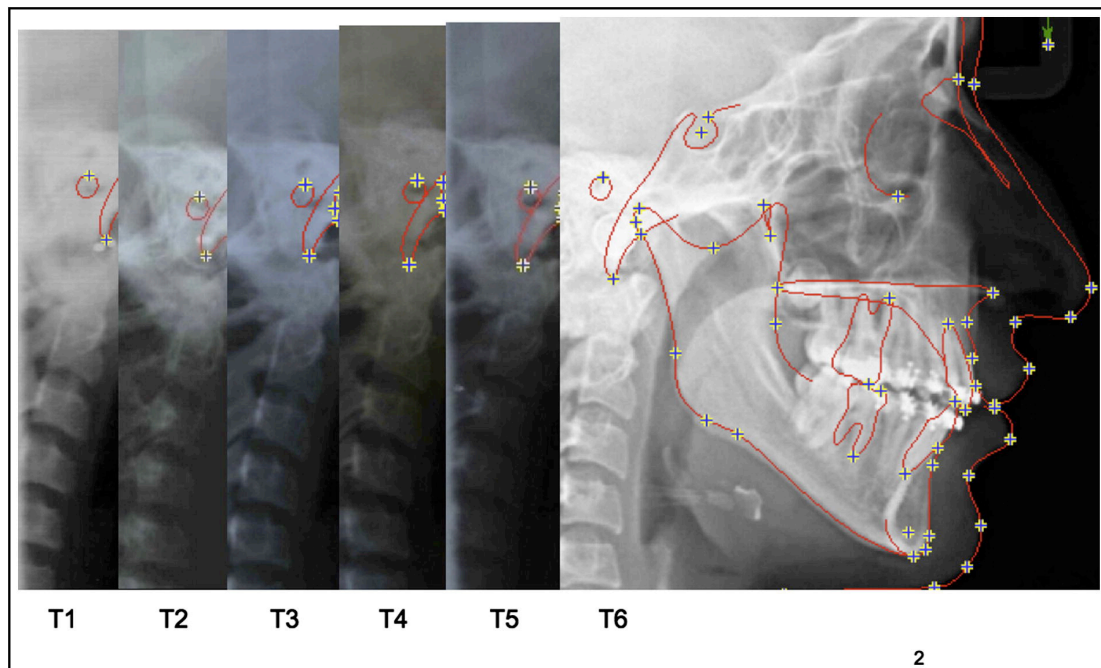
Paciente en seguimiento desde los 13 a los 18 años. Se encuentra en la etapa cervical 4 en todas las radiografías durante 5 años. Tomada de Masoud y Cols. (2012).
